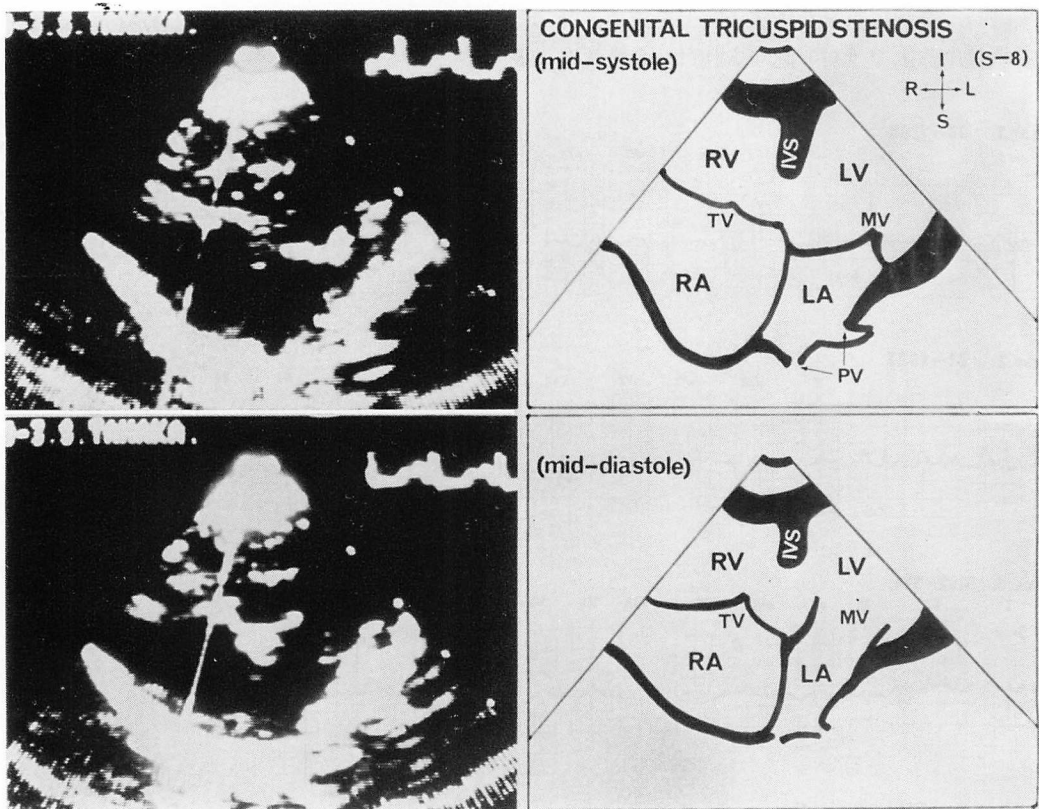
Two-dimensional echocardiograms of Case 1.
